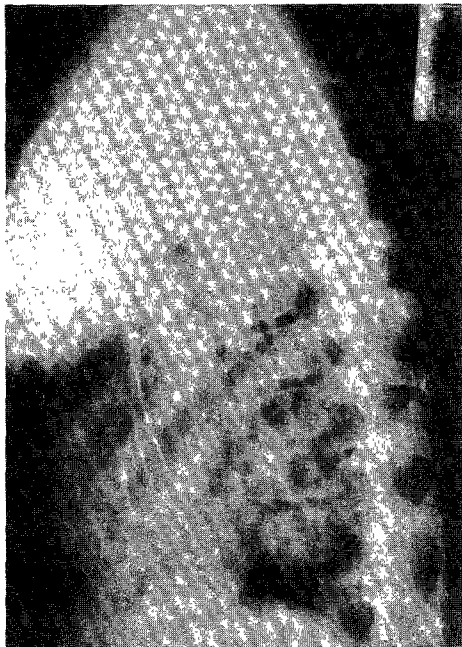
VDD형 pacemaker 이식후의 좌측 흉부 X선 소견.
